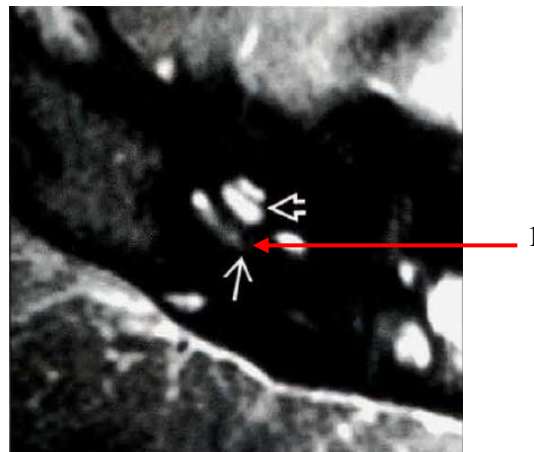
MRI: rộng ống tiền đình [20]
